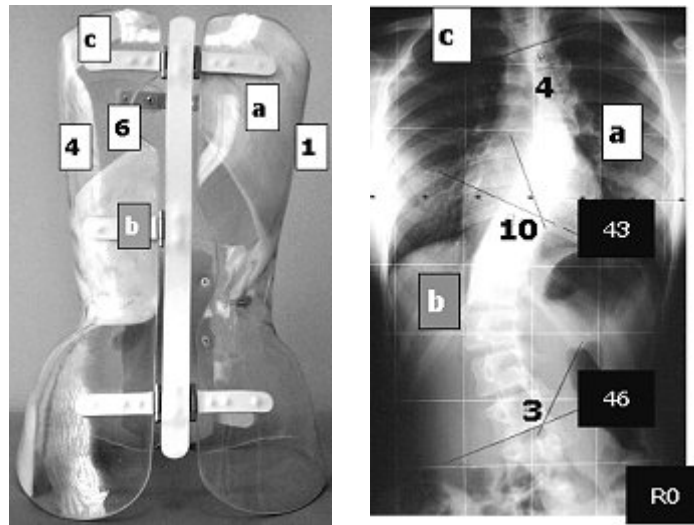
Azione derotante secondo il concetto SPoRT per una scoliosi dorsale in una visione postero-anteriore e in radiografia
